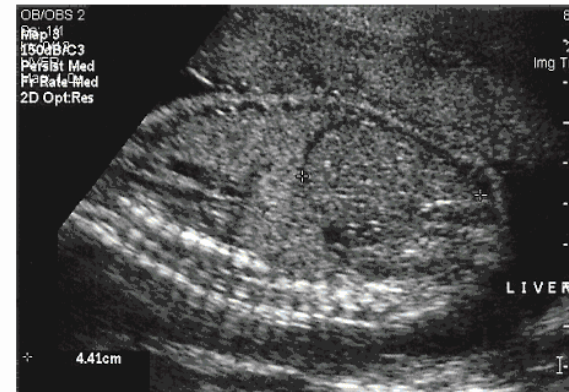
Ultrasound image of sagittal section through right side of fetal abdomen, with measurement of liver length.
